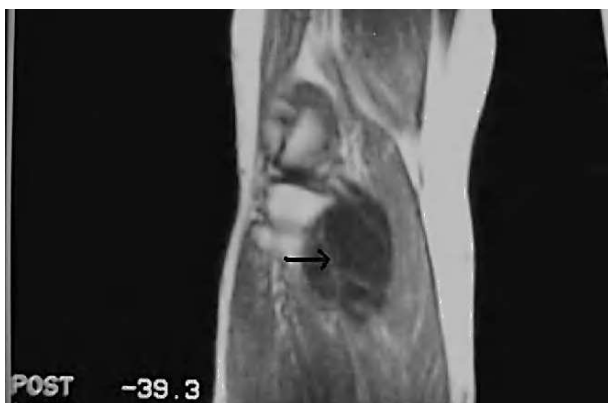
Resonancia magnética (imagen coronal con secuencia potenciada en T1): colección hipointensa (flecha) con tabicaciones internas en la región poplítea con extensión a la región gemelar.
